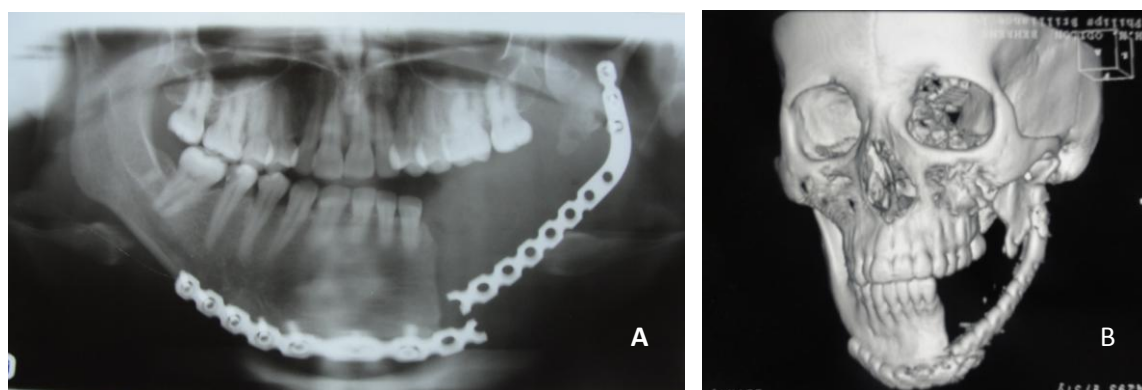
exames imaginológicos. A: radiografia panorâmica; B- tomografia computadorizada reconstrução 3D)
